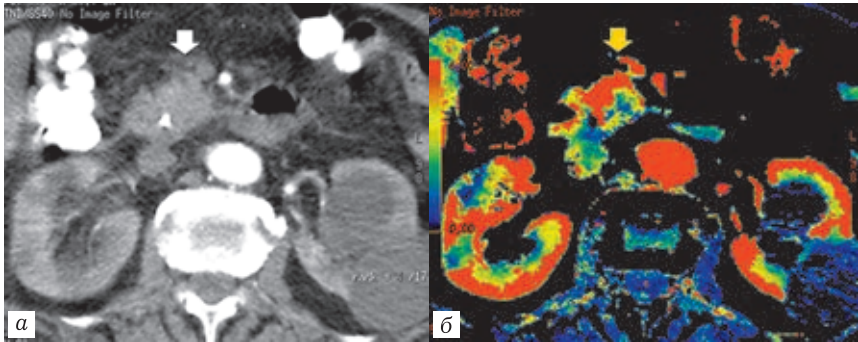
Перфузионная компьютерная томограмма: *a* — аксиальная проекция. Структура головки ПЖ однородная (стрелка), опухоль не видна. Головка поджелудочной железы отделена от ВБА прослойкой жировой ткани, к контуру головки вплотную прилежит ВБВ; *б* — цветная параметрическая карта скорости кровотока (ВФ). В задних отделах головки ПЖ четко виден опухолевый узел синего цвета, от ВБВ отделен прослойкой неизменной паренхимы. Опухоль резектабельна
